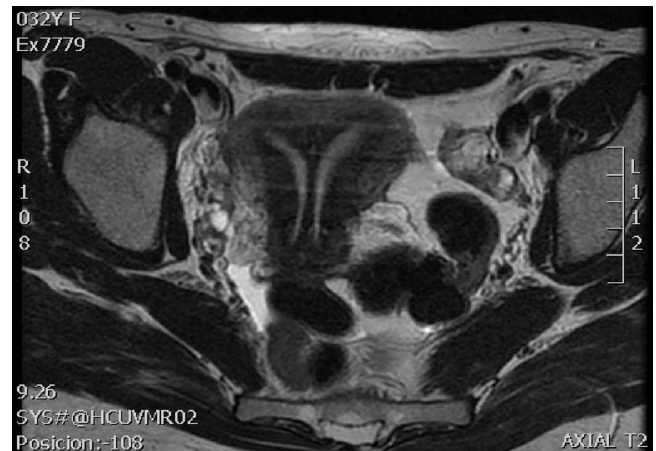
Imagen de RMN de la segunda paciente que nos ayuda a confirmar el diagnóstico realizado por ecografía: septo uterino completo y doble cérvix.
